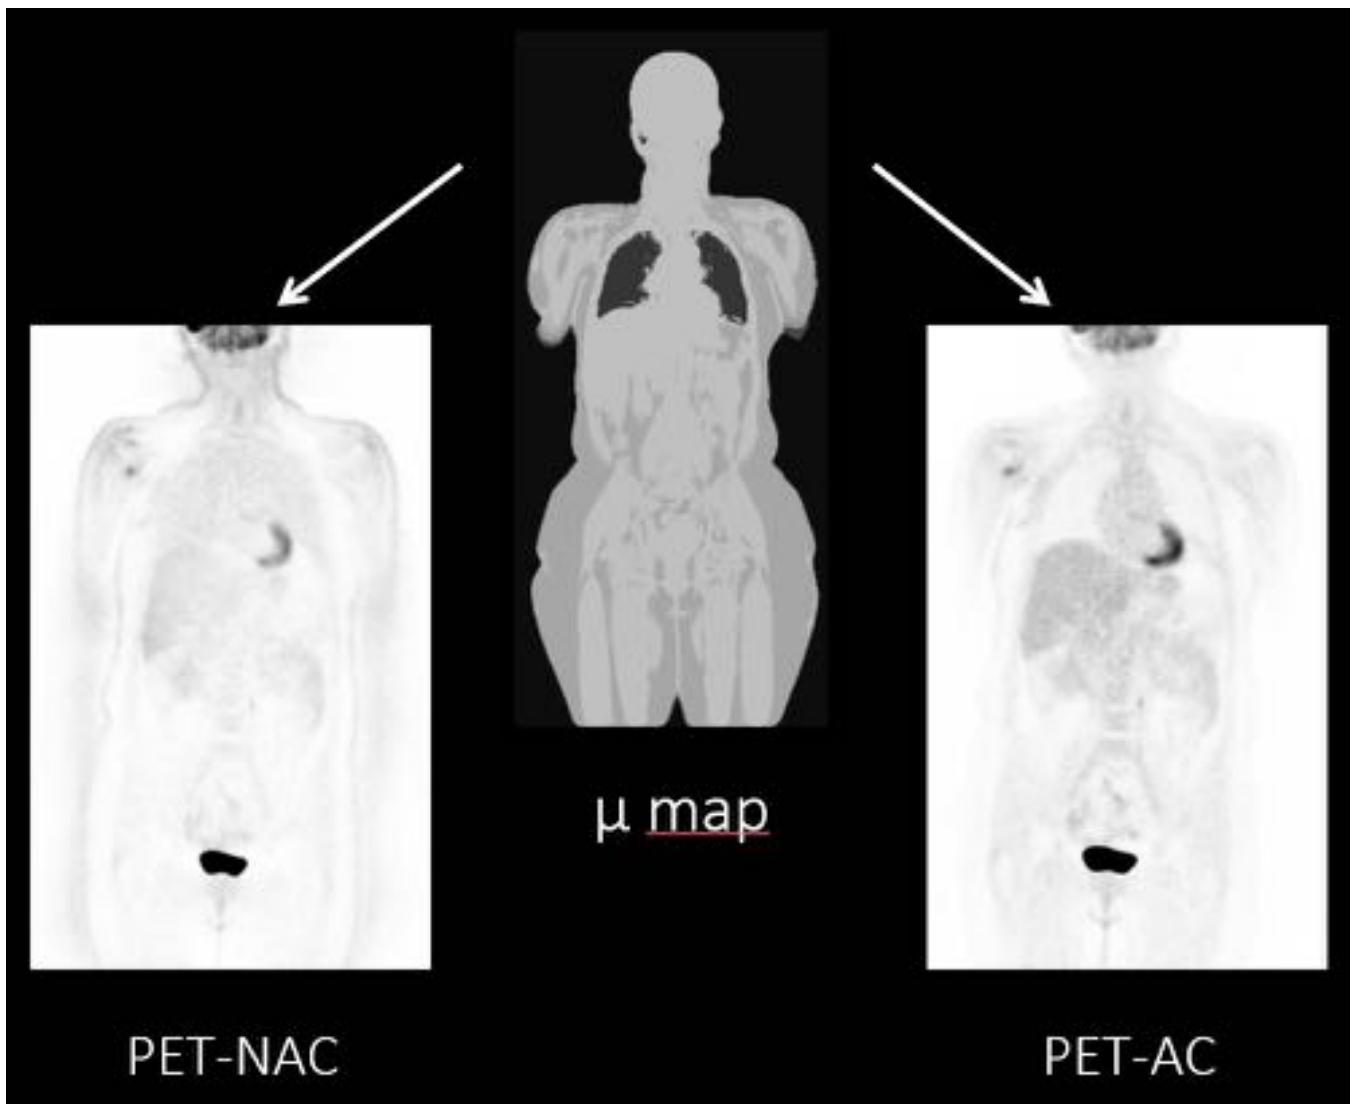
Corrección de atenuación en PET-RM. De los datos de las imágenes de la secuencia Dixon se sintetiza el μ -map, a partir del cual se obtiene la imagen de PET corregido desde la imagen de PET no corregido.
